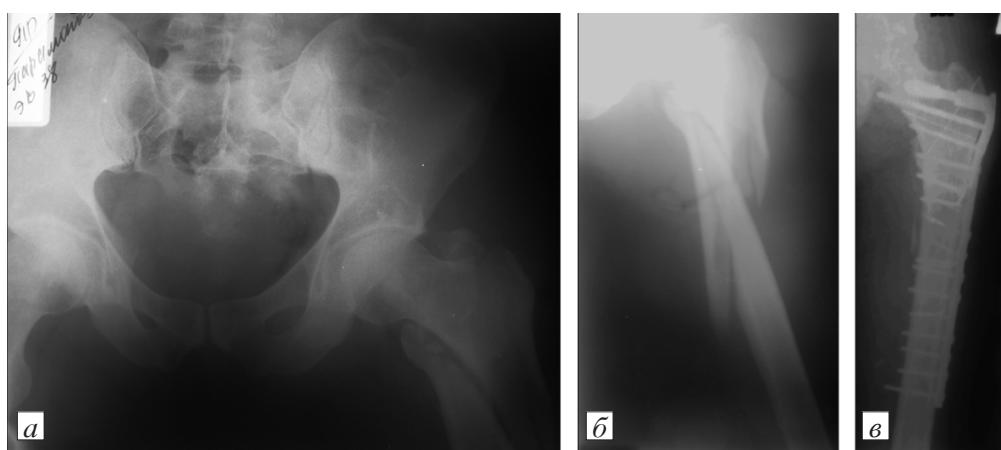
Рентгенограммы пострадавшего Н., 32 года.
